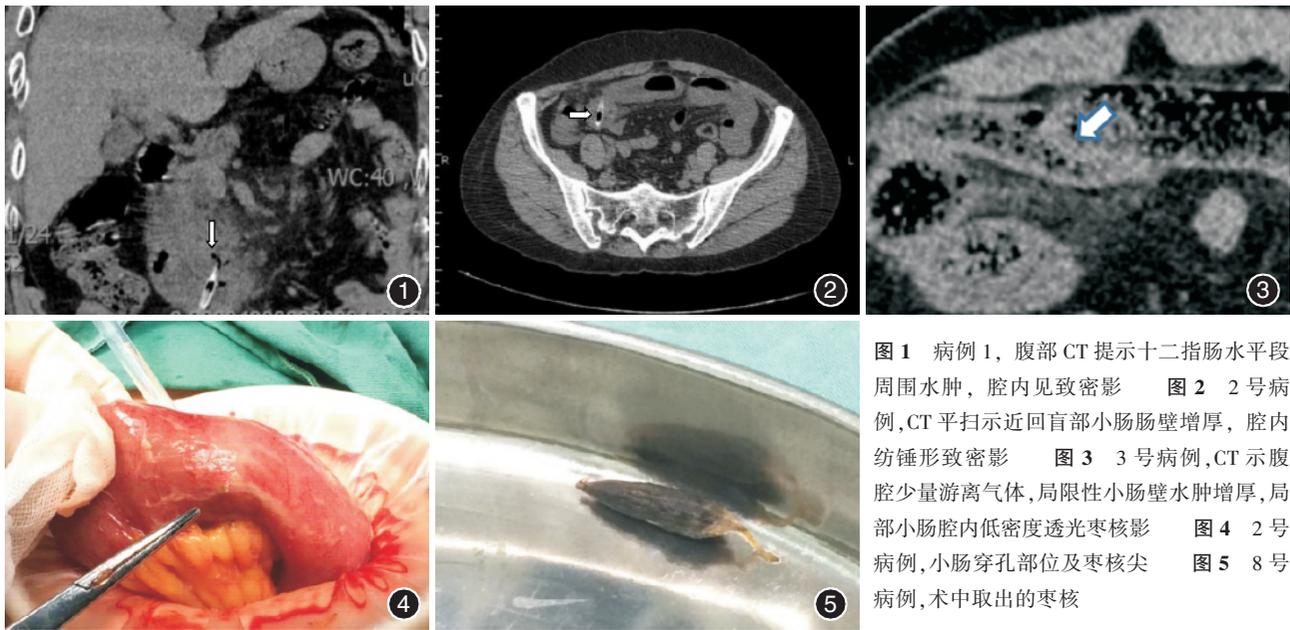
病例 1, 腹部 CT 提示十二指肠水平段周围水肿, 腔内见致密影 图 2 2 号病例, CT 平扫示近回盲部小肠肠壁增厚, 腔内纺锤形致密影 图 3 3 号病例, CT 示腹腔少量游离气体, 局限性小肠壁水肿增厚, 局部小肠腔内低密度透光枣核影 图 4 2 号病例, 小肠穿孔部位及枣核尖 图 5 8 号病例, 术中取出的枣核
